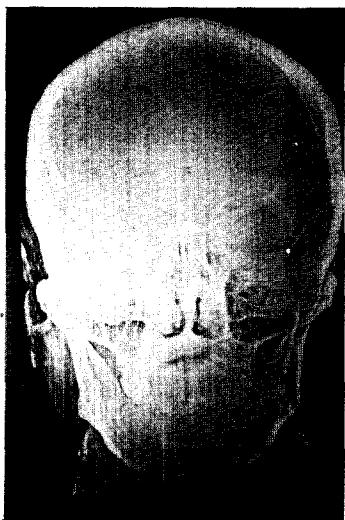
수술전 Xeroradiography로 우측에 장대된 경상돌기를 확인할 수 있다.
